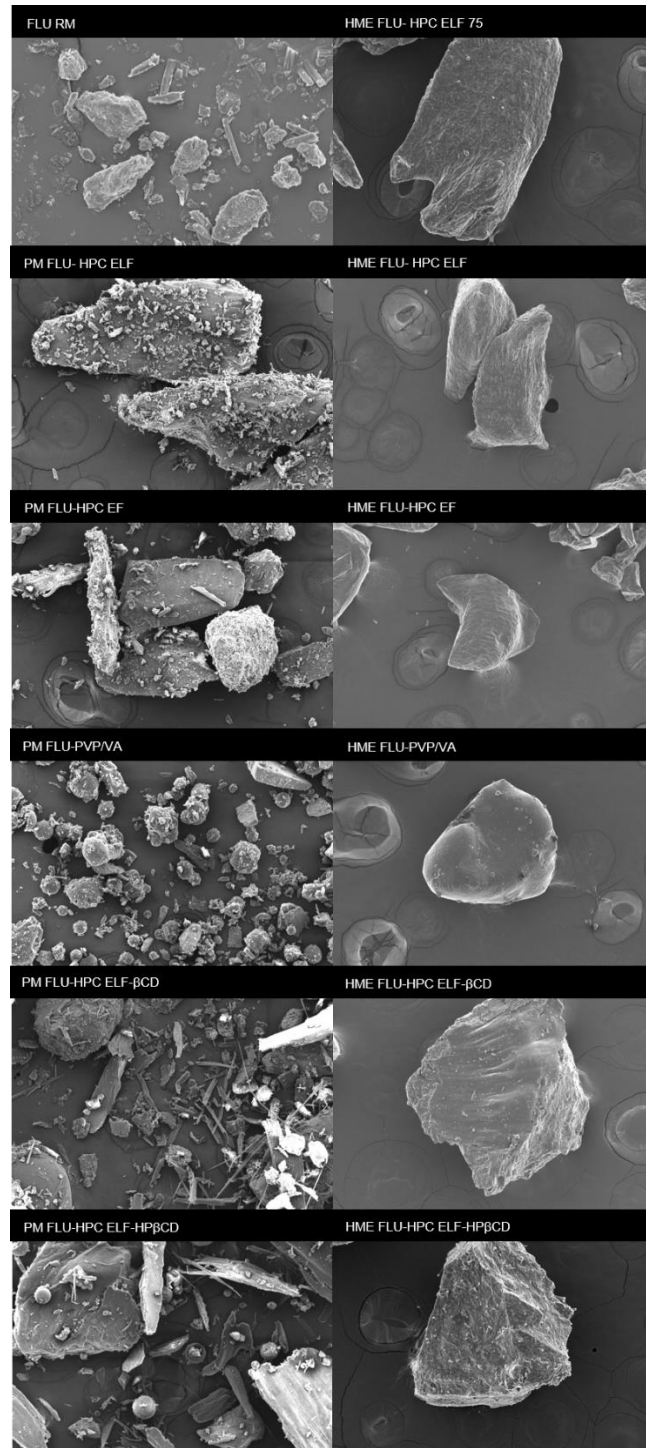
MEV do FLU matéria prima (FLU RM), misturas físicas (PM) e sistemas extrusados (HME) (x100)
